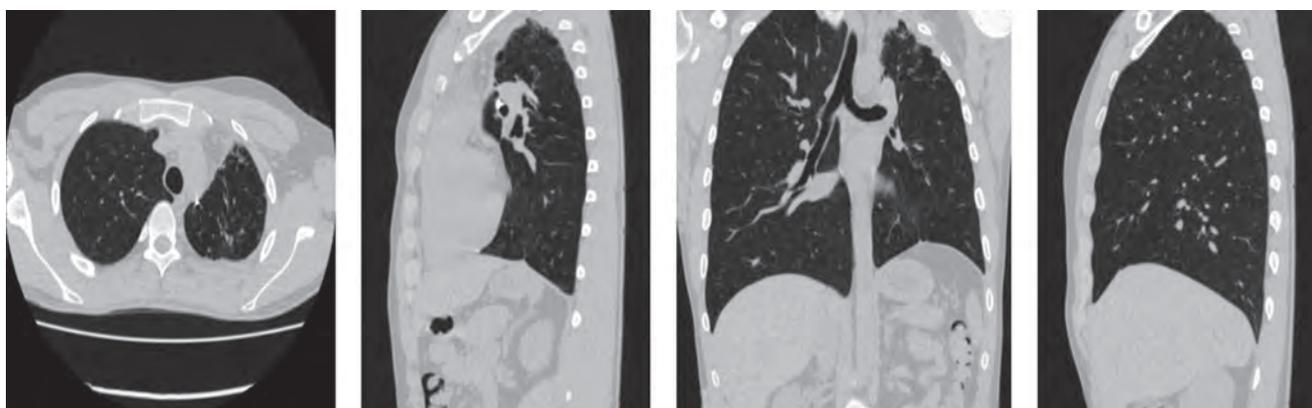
МСКТ ОГК через 9 мес лечения (20.06.2018)
